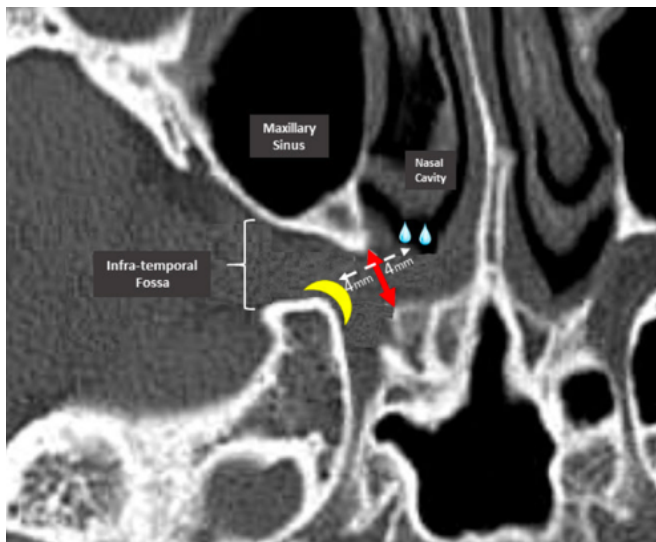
Imagen de tomografía axial computarizada a través de la fosa pterigopalatina. La cresta amarilla es el ganglio esfenopalatino. La línea blanca intermitente es la distancia desde el punto más cercano de la mucosa nasal al GSP con un rango de 4-12mm. En este caso particular se encuentra a 8mm. La línea roja es el diámetro del foramen transverso de aproximadamente 5mm. Las gotas azules representan el anestésico local instilado por nariz (tomado de (Narouze, 2021)).
